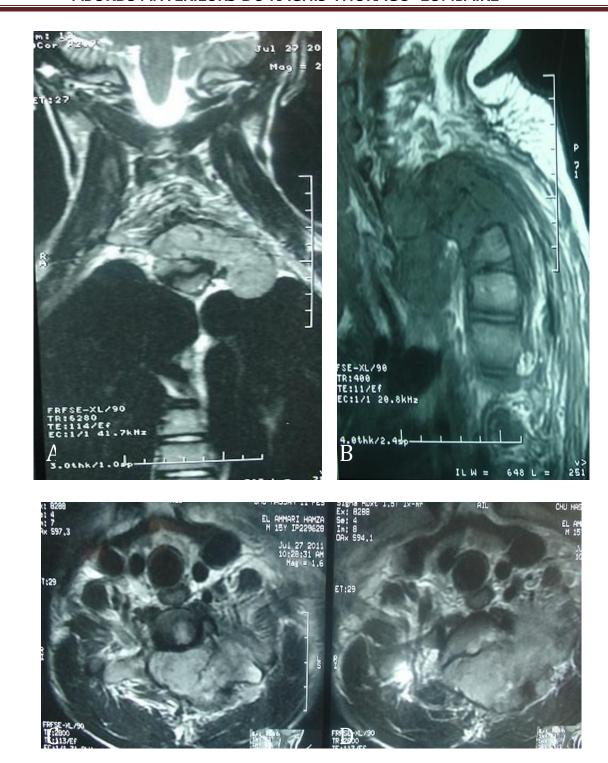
IRM spinale coupe coronale (A), Coupe sagittale (B), coupes axiales (C, D) faisant évoquer un méningiome extradural avec des réactions locorégionales et destruction osseuse de C7-T3.
